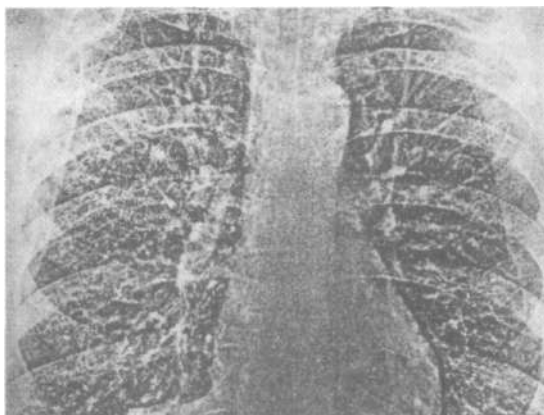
Обзорная электрорентгенограмма легких больного хронической обструктивной болезнью легких. Легочный рисунок усилен, деформирован за счет уплотненных стенок бронхов, интерстиция и бронхоэктазов.
